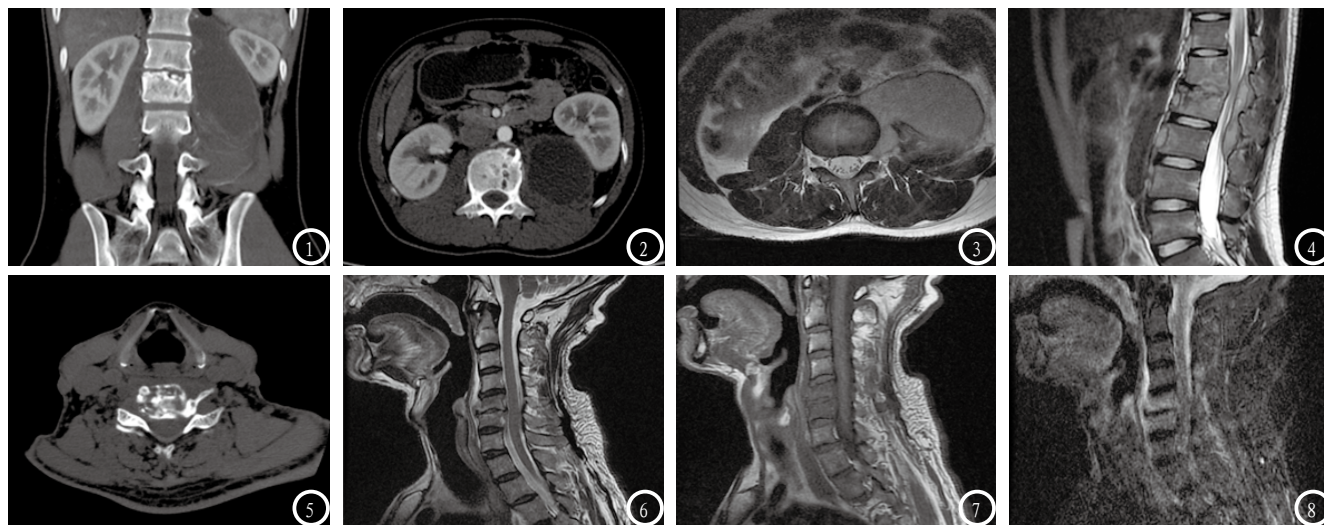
4为同一患者,男,18岁,以腰部困疼不适半个月门诊就诊,图1-2 分别为CT冠状位及轴位图像,可见腰1、2椎体局限性骨质破坏,椎间隙狭窄,椎旁脓肿形成,增强呈环形强化;图3-4 分别为MRI轴位及矢状位图像,显示腰1、2椎体信号不均,椎体变形,椎间隙狭窄,局部椎体略后突,椎管稍受压,椎旁有脓肿形成。图5-8为同一患者,男,68岁,以颈肩部疼痛20天门诊就诊。图5 为CT轴位图像,见颈5、6椎体骨质破坏,局部软组织肿胀;图6-8分别为MRI T1WI、T2WI及压脂图像,显示颈5、6椎体楔形变,T1WI、T2WI信号减低,压脂序列椎体呈高信号,椎间隙狭窄,椎旁有脓肿形成,硬膜囊略受压。
